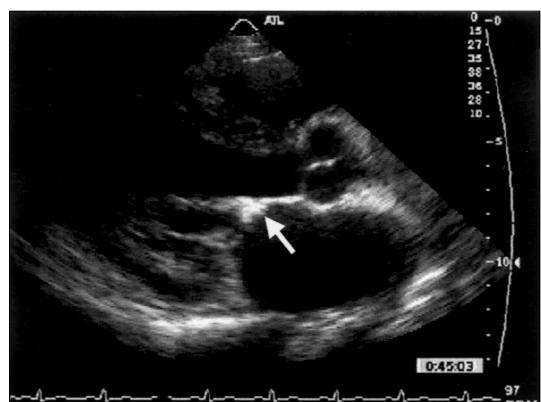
Two-dimensional transthoracic echocardiography showed anterior mitral leafet thickening with 1.5×1 cm sized, non-mobile, echogenic material (arrow).
